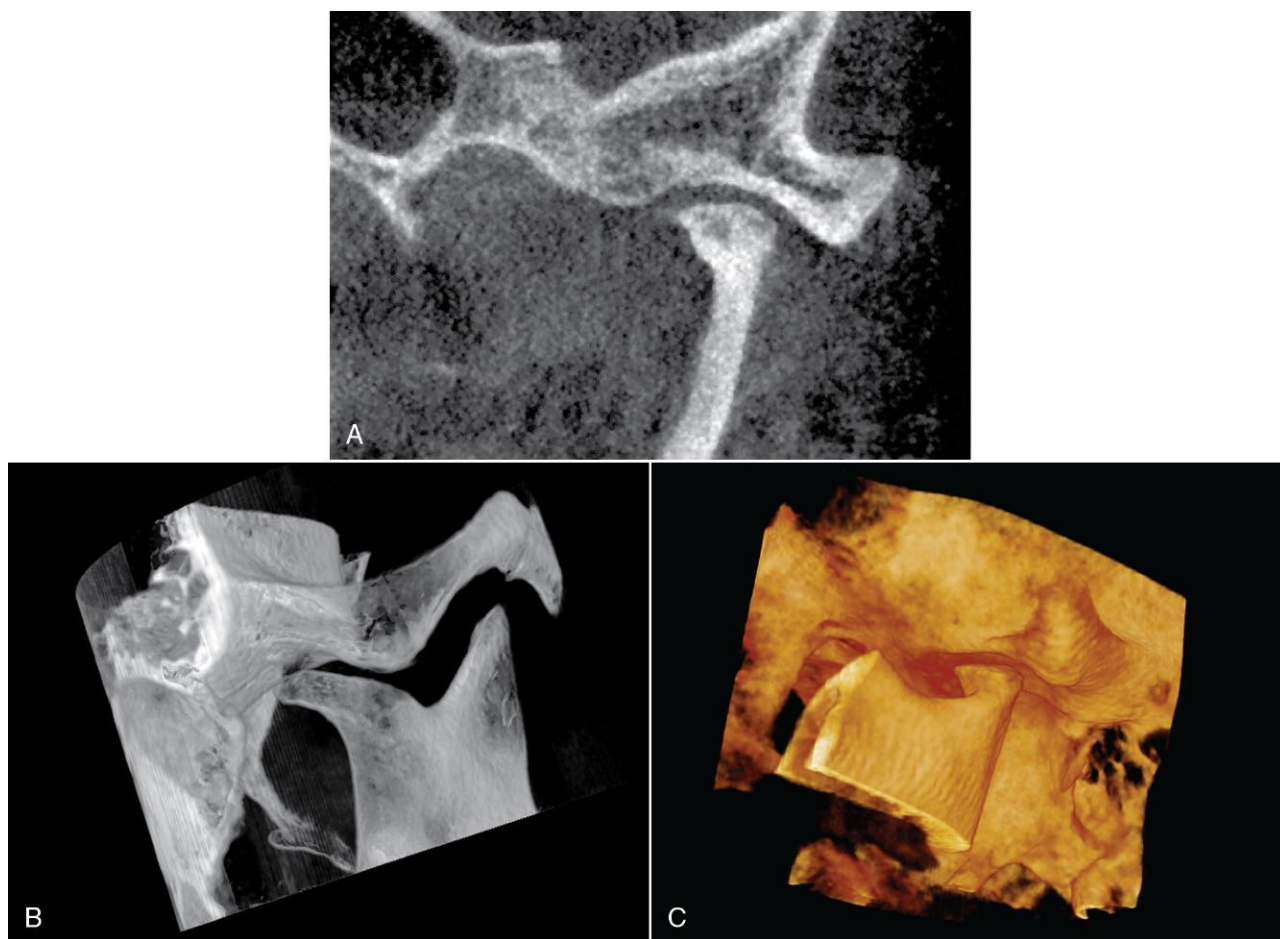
Tres imágenes radiológicas de la degeneración artrítica de un cóndilo mandibular izquierdo, correspondientes a un estudio de TCHC. Obsérvese el aplanamiento de la cabeza condilar y el labio formado en la parte posterior, que pueden visualizarse en una imagen similar a la que se observa en una radiografía panorámica (A), pero que se ven más claramente en las imágenes que muestran la región condilar (B y C). Gracias a la TCHC, es posible rotar el campo de visión a voluntad.
